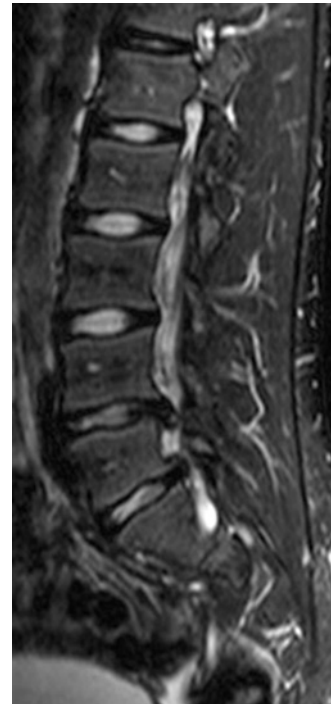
Ressonância magnética, corte sagital, ponderada em T2, mostra duas hérnias discais extrusas nos níveis L4-L5 e L5-S1
